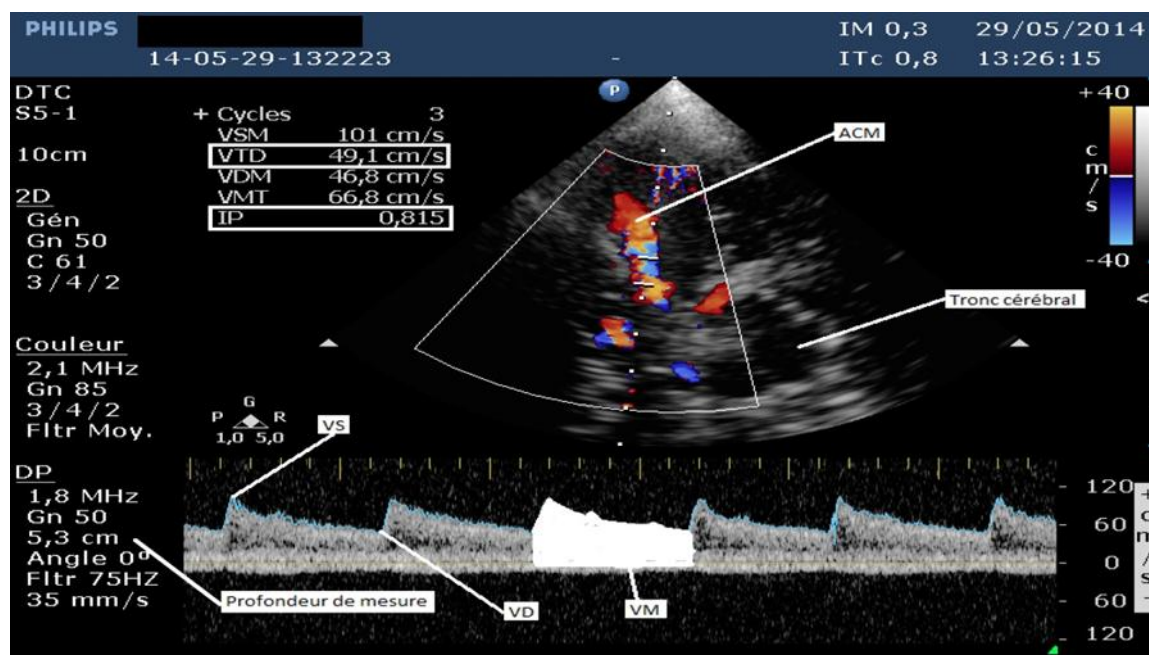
image obtenue lors de la réalisation d'un doppler transcrânien montrant les différents paramètres étudiés (13).
